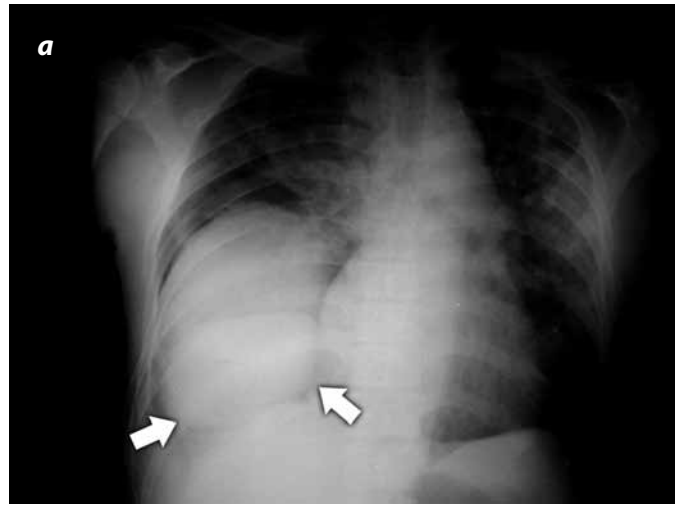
Hombre 25 años de edad. Antecedente de HACP tres años antes. (a) Radiografía de tórax. (b) Tomografía de tórax por reconstrucción coronal. Signo del collar por compresión de hígado herniado a la cavidad torácica.
